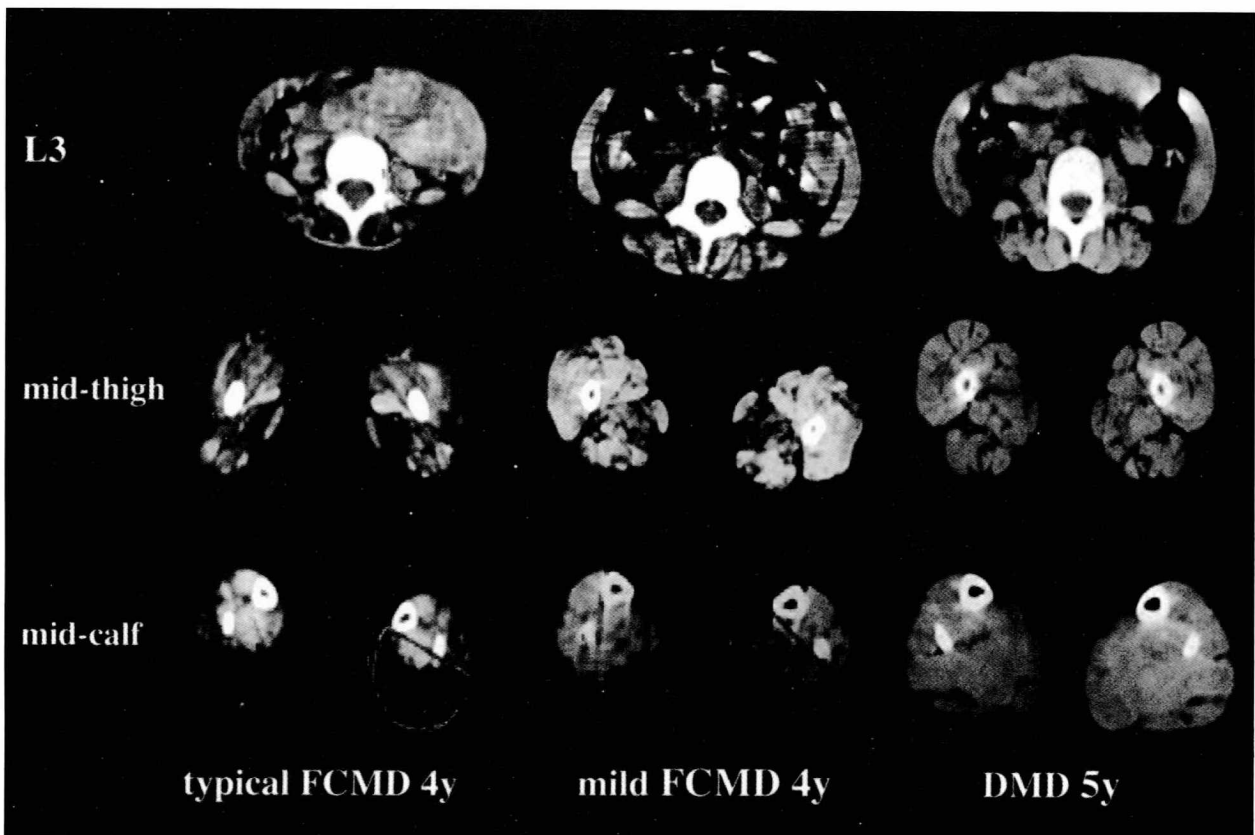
Muscle CT taken at levels of 3rd lumbar spine, mid thigh, mid-calf in typical (far left), mild FCMD (middle) and Duchenne muscular dystrophy (far right). Marked fatty replacement is seen in soleus and gastrocnemius muscle in patient with typical FCMD, whereas this replacement is less marked in the mild case.
